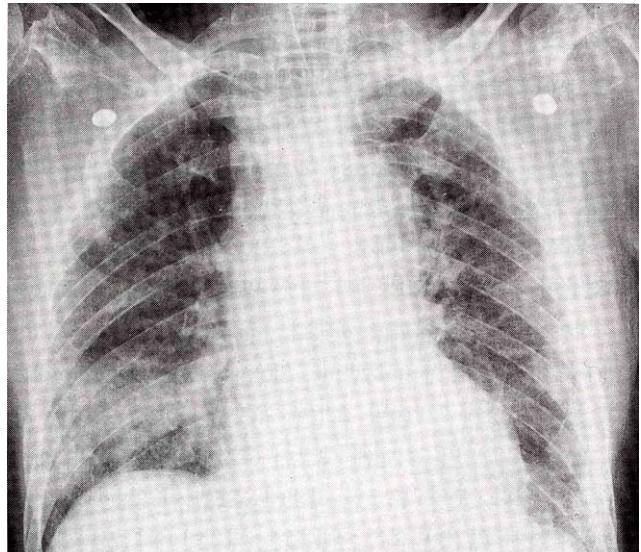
Chest X-ray shows reticulonodular interstitial densities in the right lung field.
